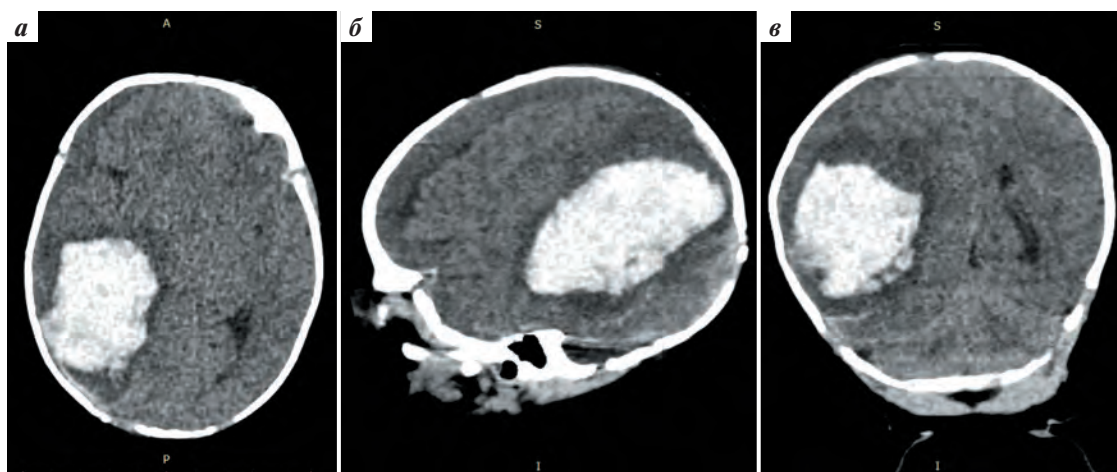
Мультиспиральная компьютерная томография головного мозга при поступлении: а – аксиальный срез; б – сагиттальная реконструкция; в – коронарная реконструкция
